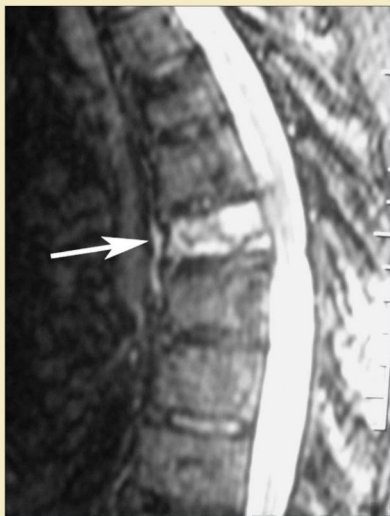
Imagen RM con recuperación de la inversión. La señal de la médula ósea es baja debido a la supresión grasa. La fractura aguda (flecha) tiene una señal alta por el edema agudo en la médula ósea.
